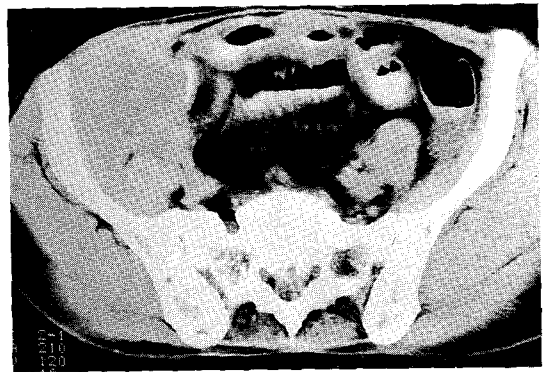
Abdominal CT scan showed the third recurrent mass on the right abdomen on Feb '95.
